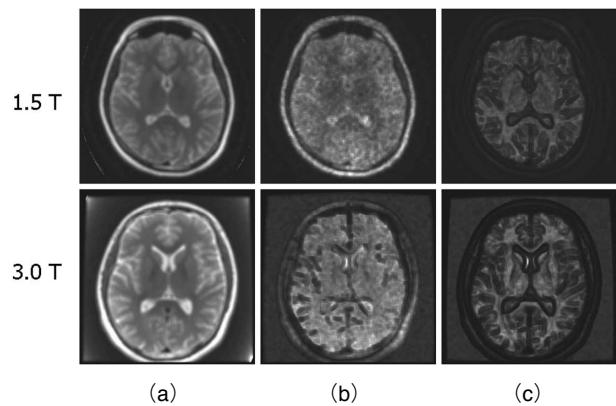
Results of SNR map on brain T2 WI images on 1.5 Tesla and 3.0 Tesla MRI
